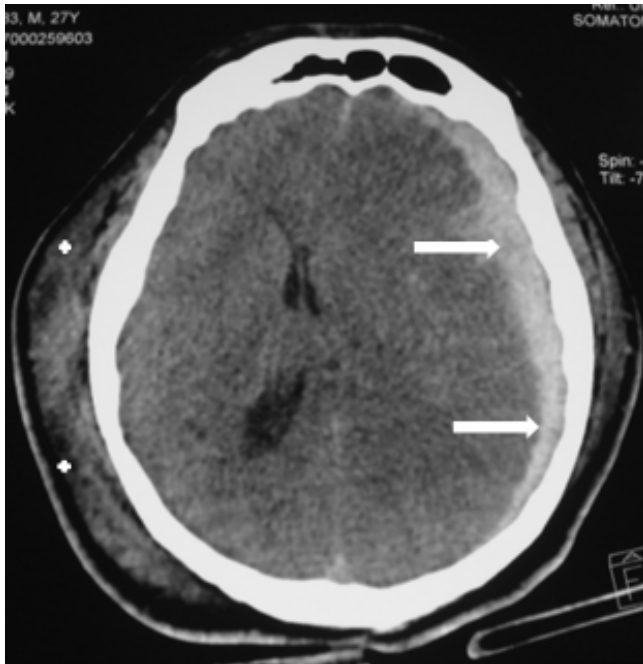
Tomografía axial computada de cráneo donde se observa hematoma subdural extenso izquierdo (flechas) que condiciona efecto de masa, además de desplazamiento de la línea media a la derecha, colapso ventricular izquierdo, hernia del fórnix. Hematoma subgaleal derecho (asteriscos).
